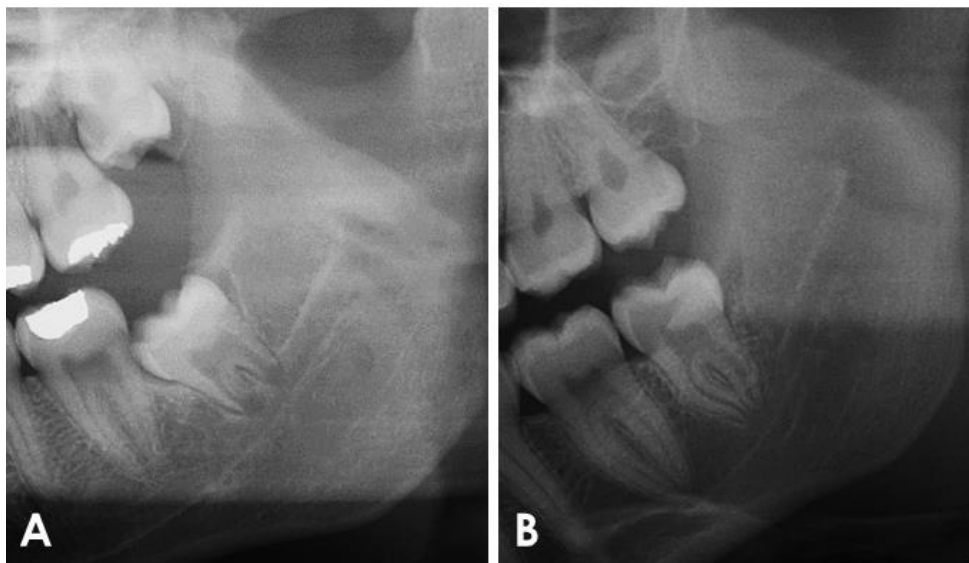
Imagens parciais de radiografias panorâmicas mostrando a profundidade de impactação dentária de acordo com o nível de osso alveolar.
